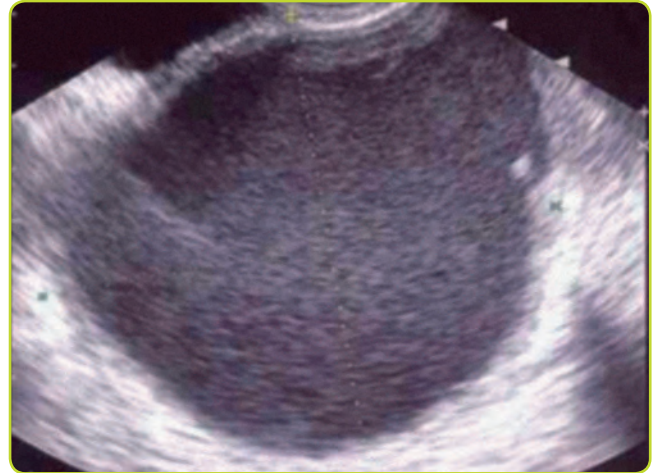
Endometrioma. Visualización de un ovario por ecografía transvaginal. Se observa una formación redondeada, de bordes nítidos y regulares en el seno de un ovario, de contenido ecomixto, puntiforme y homogéneo, sin tabiques ni papilas en su pared capsular. Imagen compatible con endometrioma ovárico.
